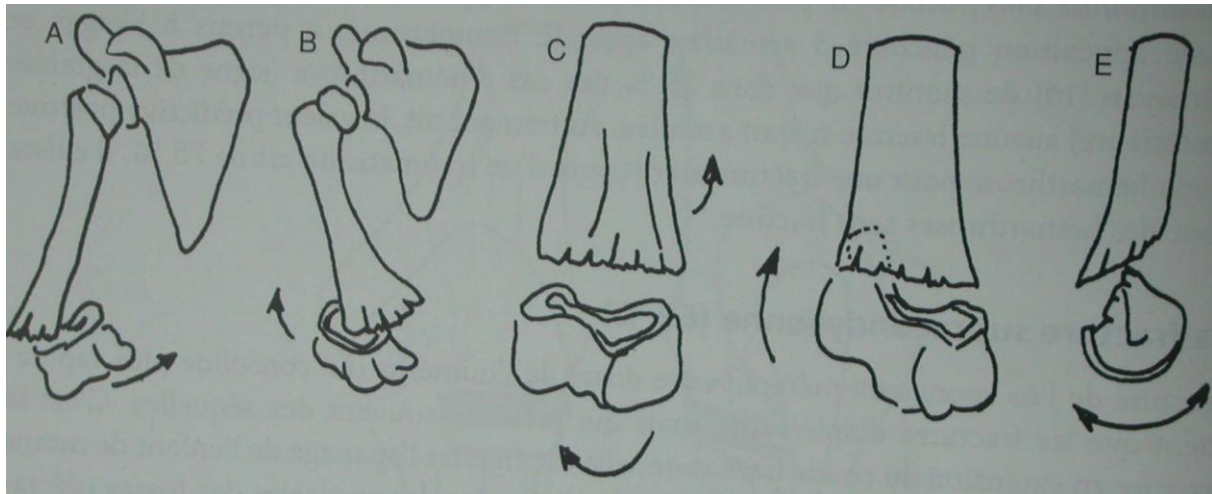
Radiographie du coude face et profil montrant les déplacements possibles au cours d'une FSC [13]
